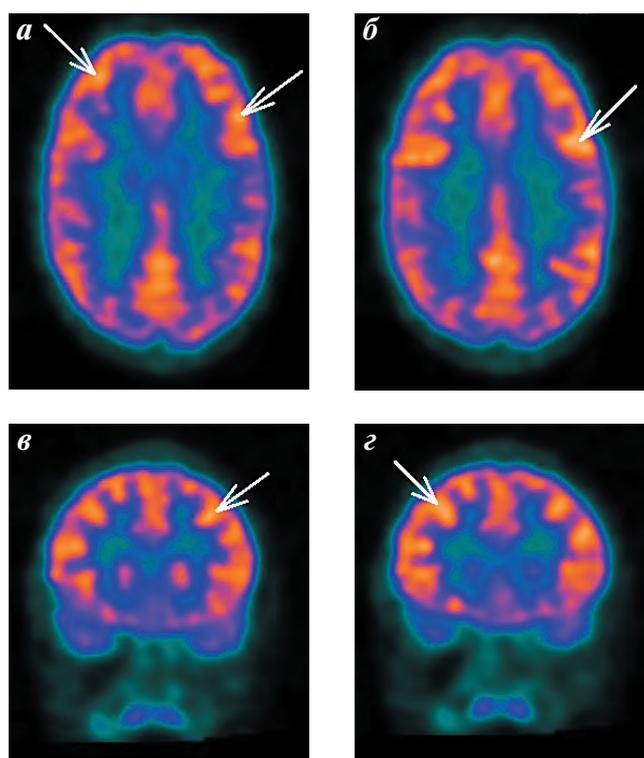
Больная П., 12 лет. ПЭТ-КТ. а, б – аксиальная плоскость; в, г – сагиттальная плоскость. Очаги накопления ФДГ
